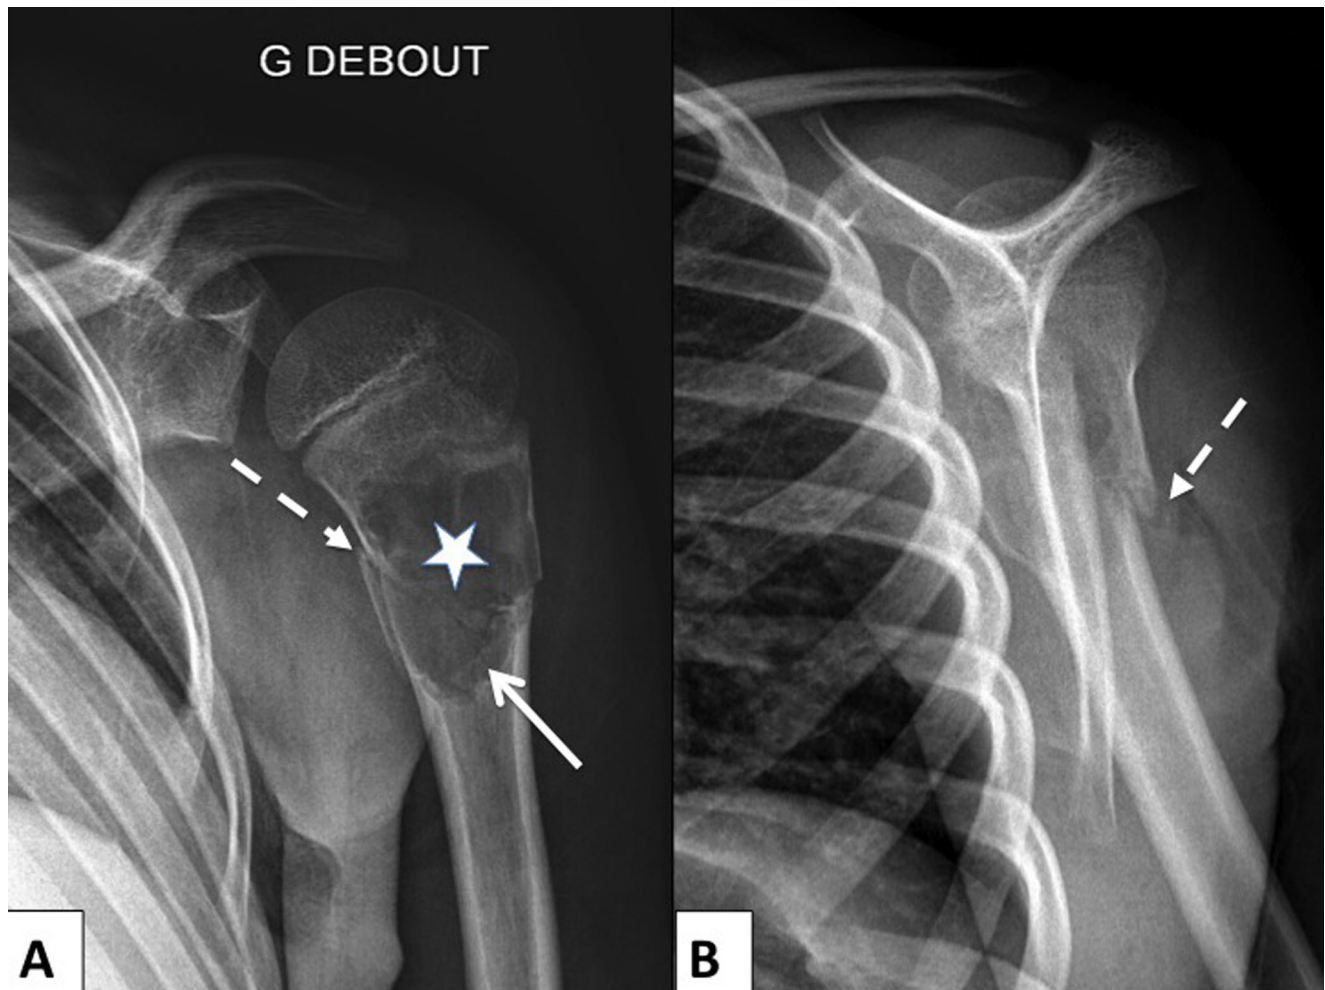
Radiographies standard de face (A) et profil (B) de l'épaule gauche. Kyste osseux solitaire (étoile blanche), fragment tombé (flèche blanche pleine) et fracture pathologique (flèche blanche en pointillés)
